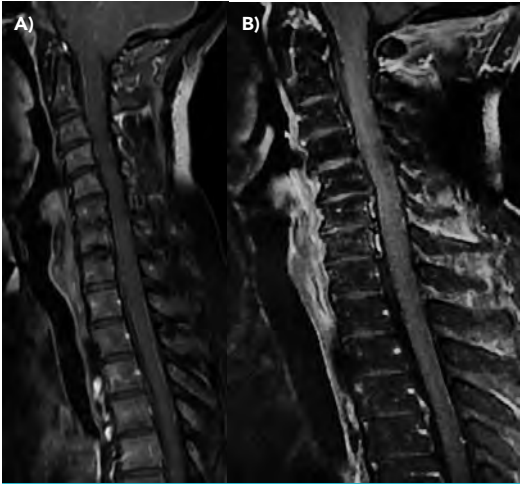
RMN de columna con contraste T1 con supresión grasa con afectación leptomenínea a nivel cervical y dorsal en abril 2017 (A) y en respuesta completa en diciembre 2017 (B).
